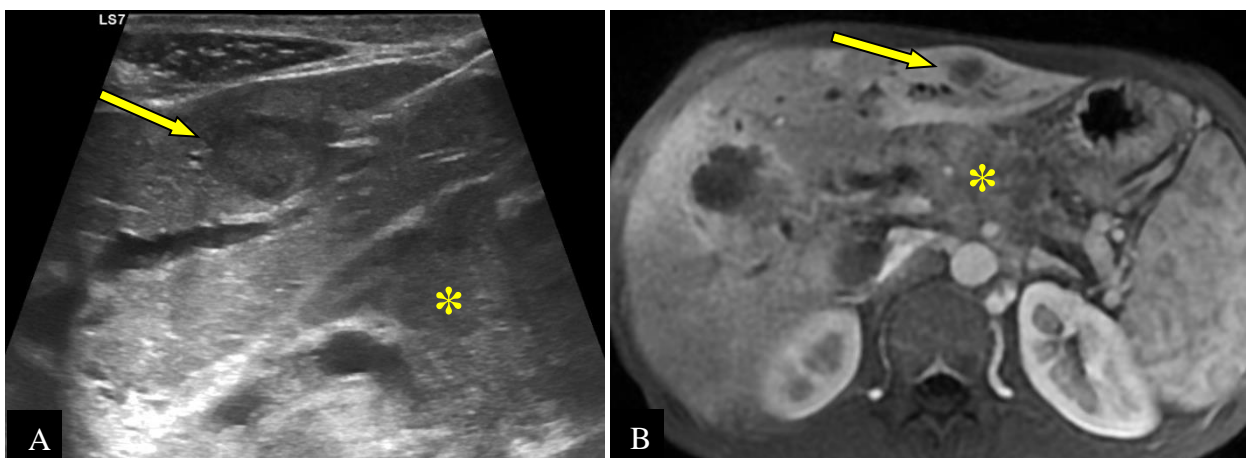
Biopsie écho-guidée (A) d'une localisation secondaire hépatique (flèches) d'un ADCP (*), visualisée à l'IRM T1 injectée (B), chez un homme de 36 ans (CHUC).
